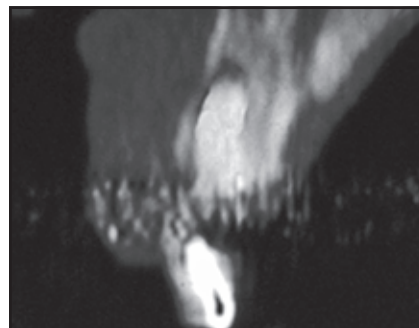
Bukkolinguale Computertomografie der transplantierten Extraktionsalveole.
